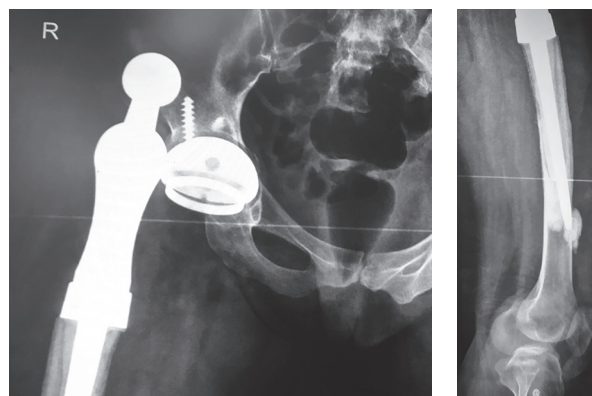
Рентгенограмма правого тазобедренного сустава. Определяется линия просветления на границе кость-цемент (ножка) и кость-имплантат (чашка). Дистальный конец ножки перфорирует бедренную кость, где виден затек костного цемента
